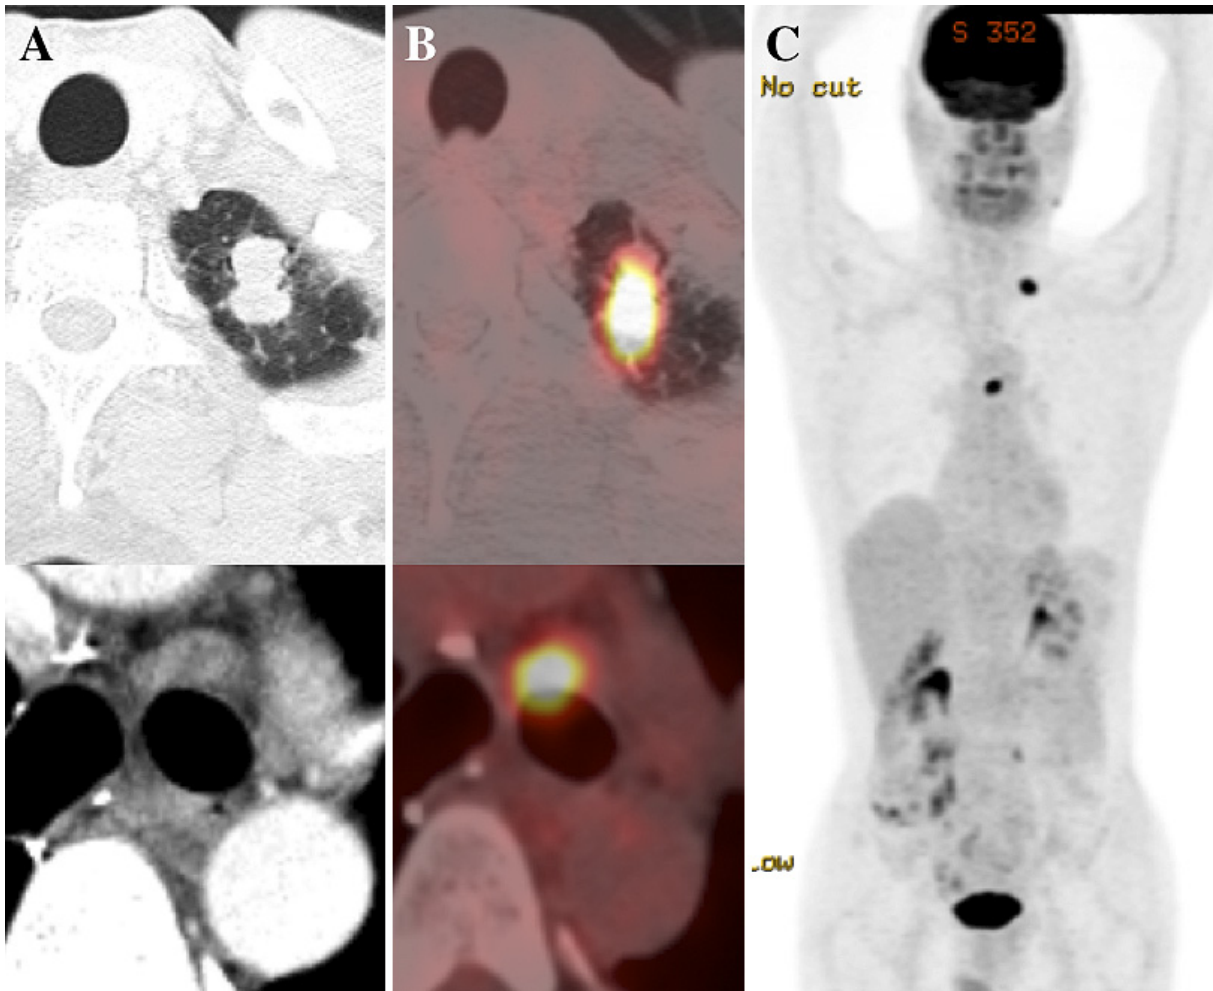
A: Chest CT showed a tumor shadow in the left upper lobe and a regular-sized left lower paratracheal lymph node. B, C: ^{18}F -fluorodeoxyglucose positron emission tomography showed accumulation in the nodular lesion in the left upper lobe and left lower paratracheal lymph node.
